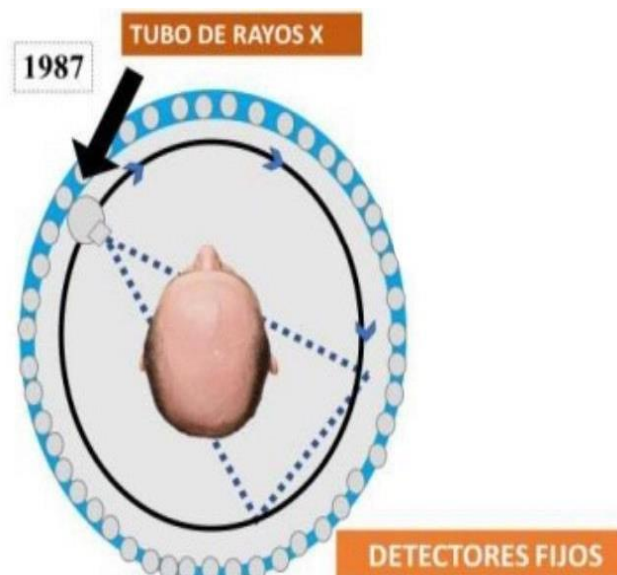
Funcionamiento Tomografía de cuarta generación.
